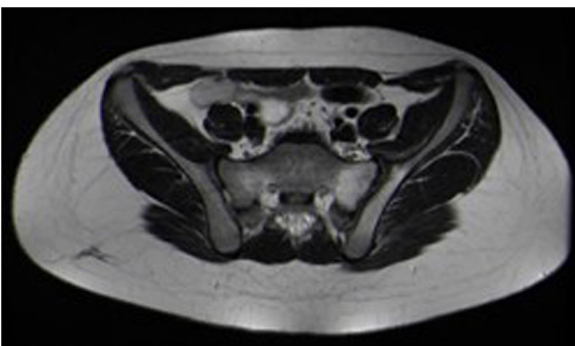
Corte axial de imagen por resonancia magnética secuencia T2 de edema óseo en sacroilíaca izquierda.
